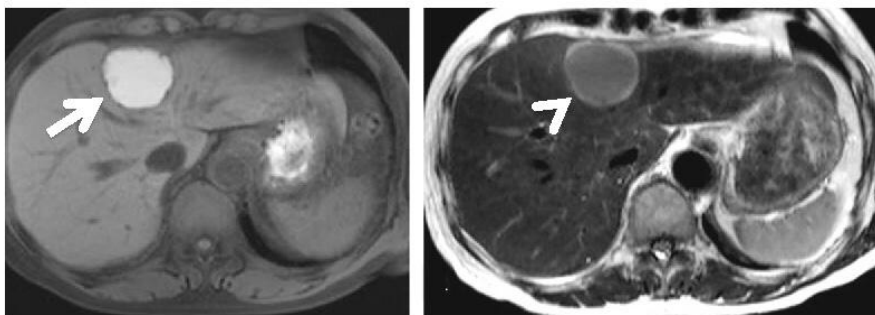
Image d'une métastase solitaire du cancer de la prostate sur IRM [130].
